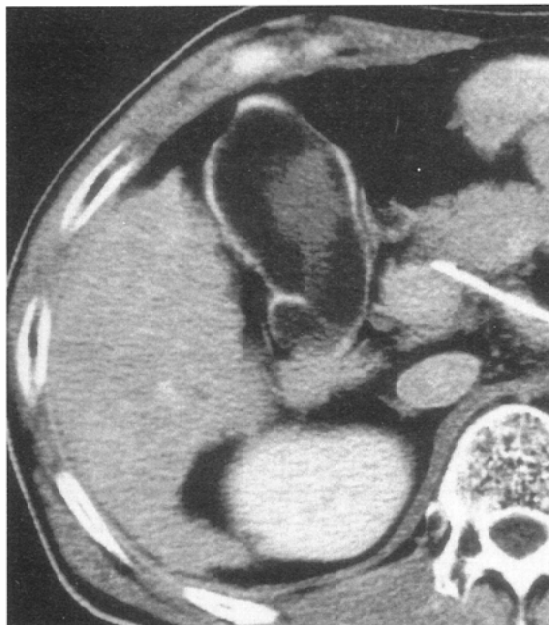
(A) Grade 1 gallbladder opacification. Contrast media is visualized in the center of the gallbladder. CT value of this high density is calculated as 61 H.U.
